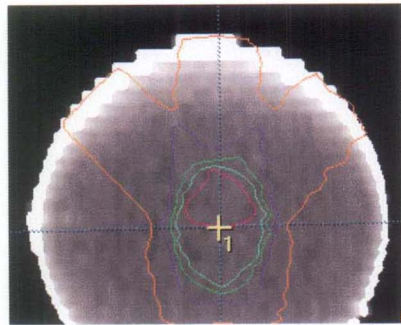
T2 maps of orthogonal planes. (a)-(h). axial MR images displays 3D radiation dose distributions and (i) and (j). Coronal and sagittal MR images are similar with the dose distributions from the treatment planning system.
